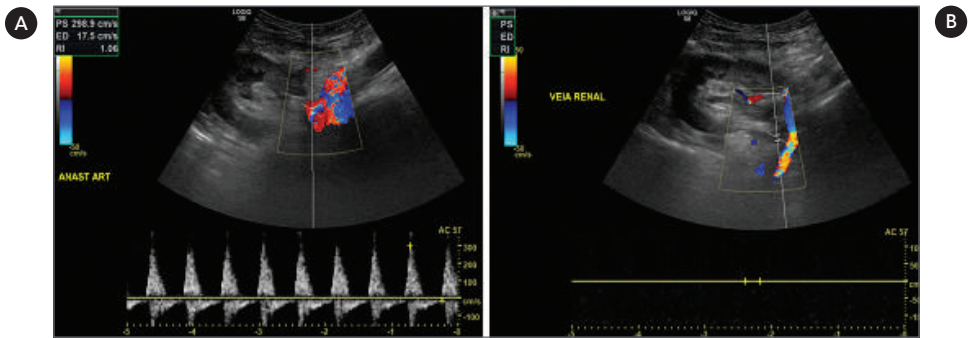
• Trombose venosa. O estudo por eco-Doppler documenta permeabilidade da artéria renal com inversão do fluxo diastólico (A) e ausência de fluxo venoso intraparenquimatoso (B), achados compatíveis com trombose da veia renal.
